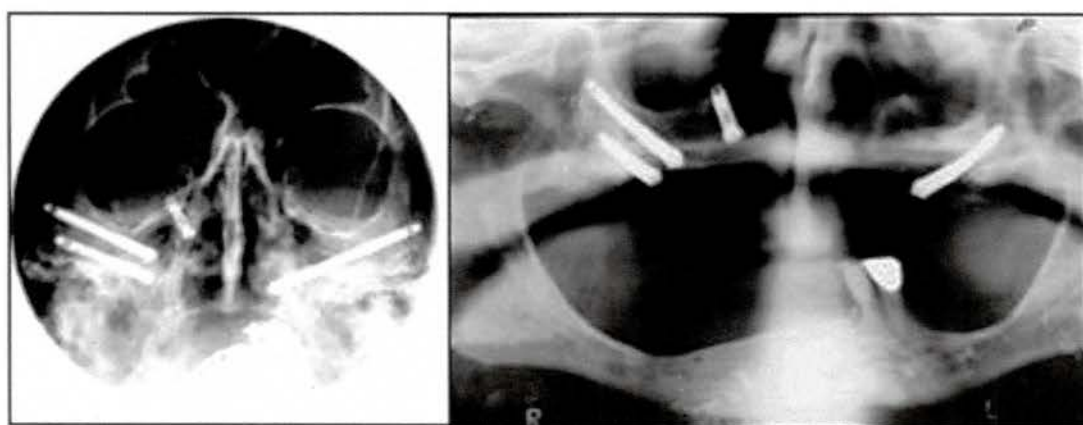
AV-2 e AV-3 Radiografias (pós-operatório) com implantes do tipo zigomático e dental instalados.
